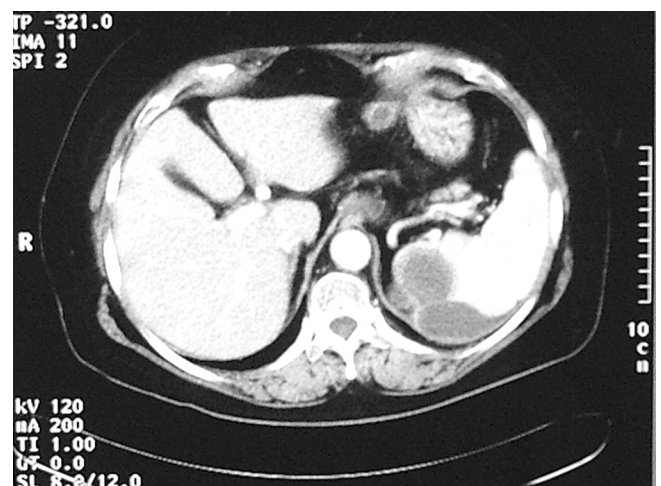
Tomografía axial computerizada mostrando lesiones nodulares en el bazo.
